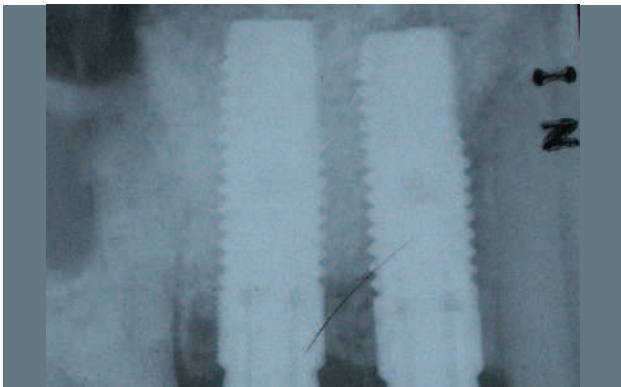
Röntgenkontrolle der Implantate 14, 15. Acht Monate nach Sinuslift.
